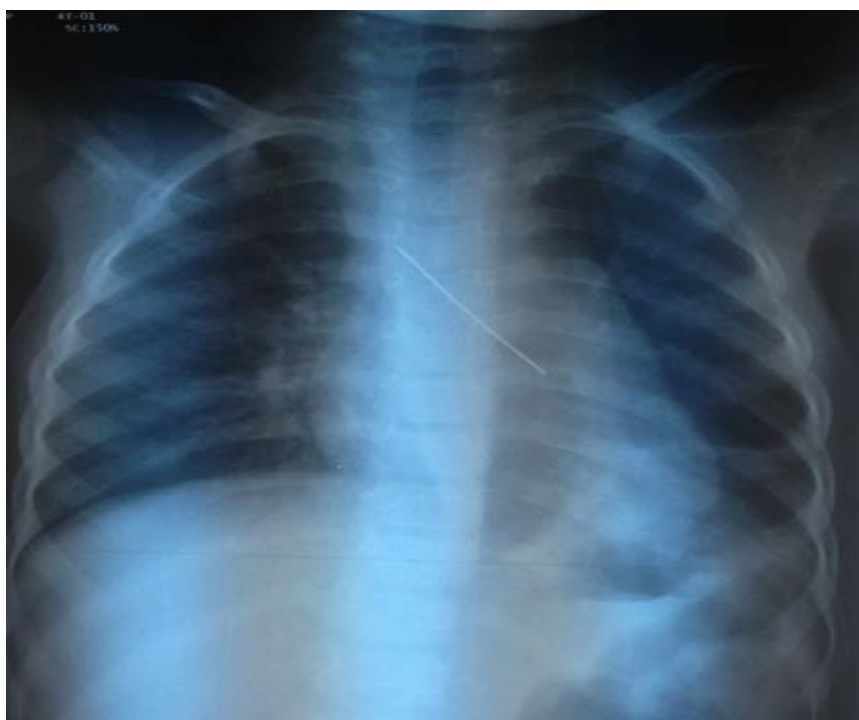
Radiographie thoracique de face montrant un CE métallique de la bronche souche gauche.
